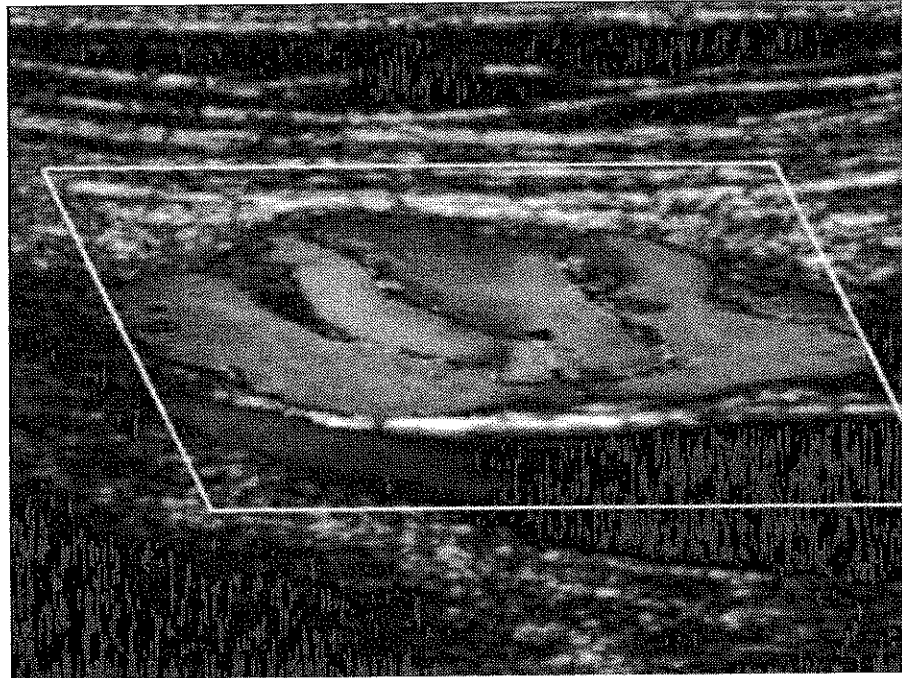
Aspect d'anévrysme disséquant de l'artère iliaque externe gauche évalué par échographie-Doppler, mettant en évidence un flux tourbillonnant intralésionnel (3).
